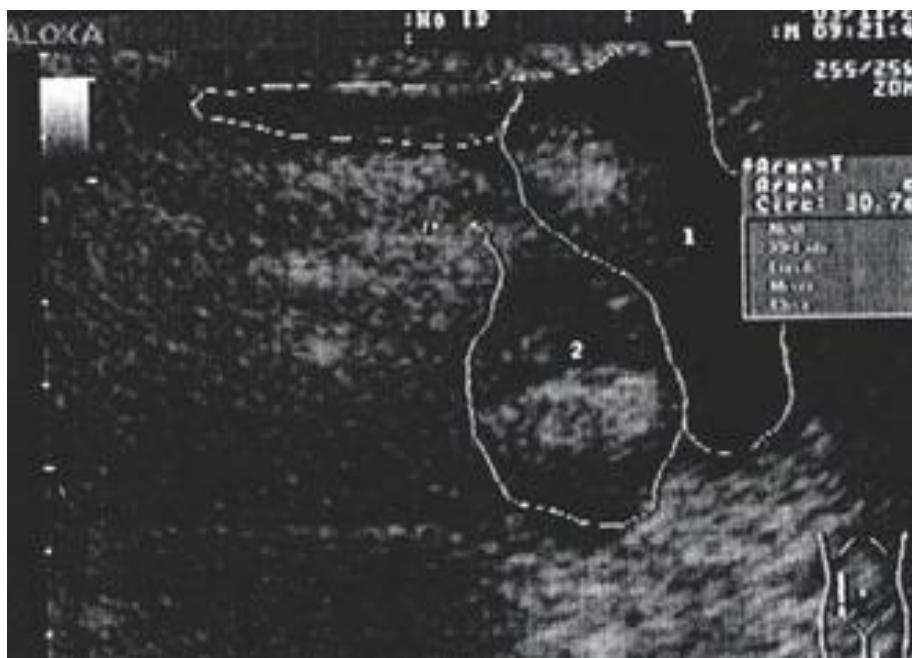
УЗИ острого деструктивного панкреатита
